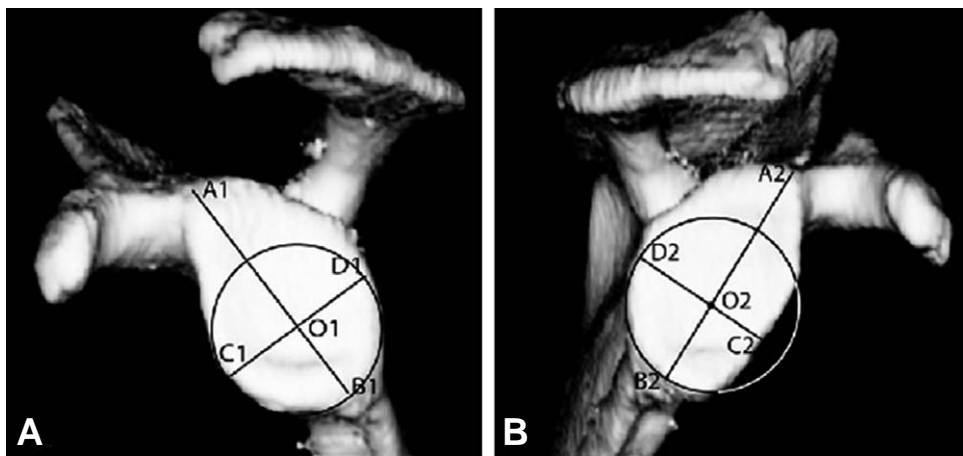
3D CT scan is used to calculate a glenoid index (GI). (A) Normal glenoid, (B) injured glenoid with anteroinferior bone loss.
